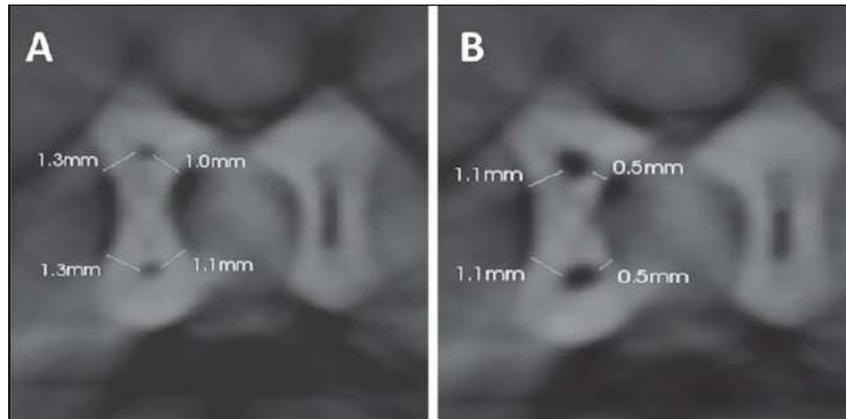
(Sousa et al. 2015) : Coupes au CBCT des canaux mésiaux d'une première molaire mandibulaire avant (A) et après (B) la relocalisation des entrées canalaire aux forêts de Gates numéros 1,2,3.
